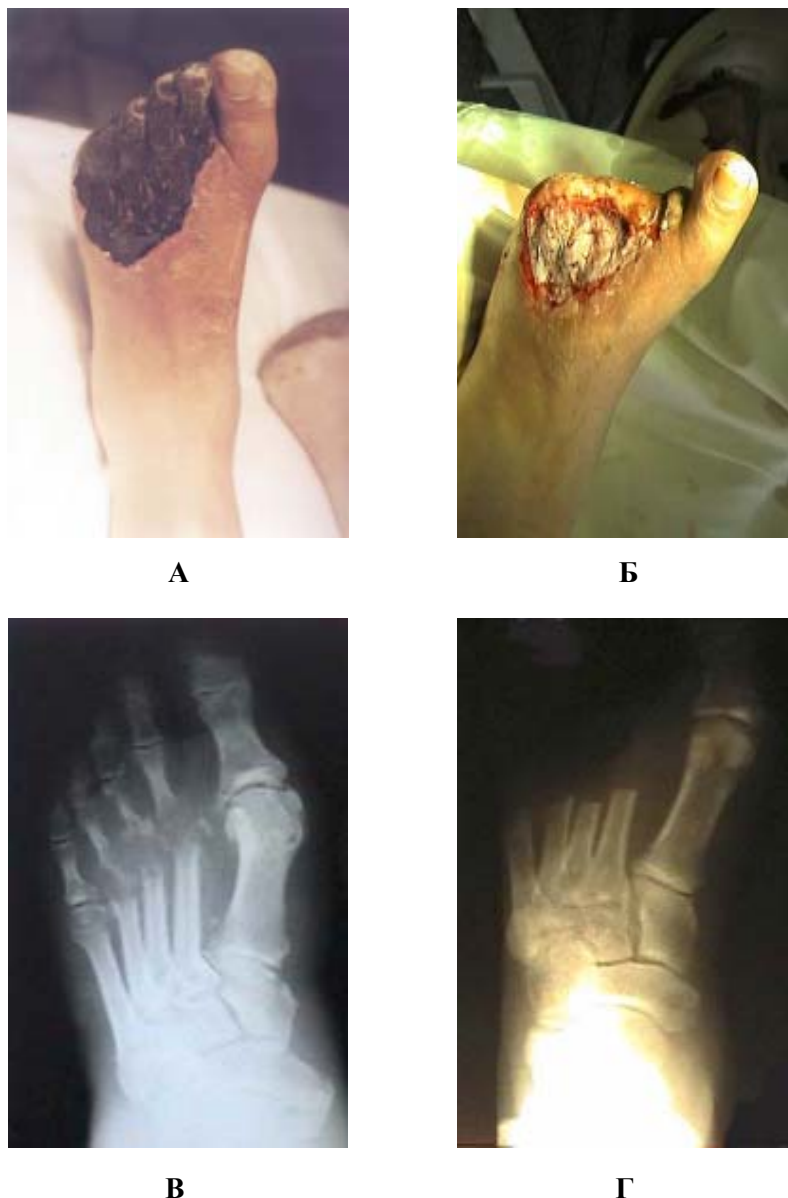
Внешний вид и рентгенограммы левой стопы больного К.
